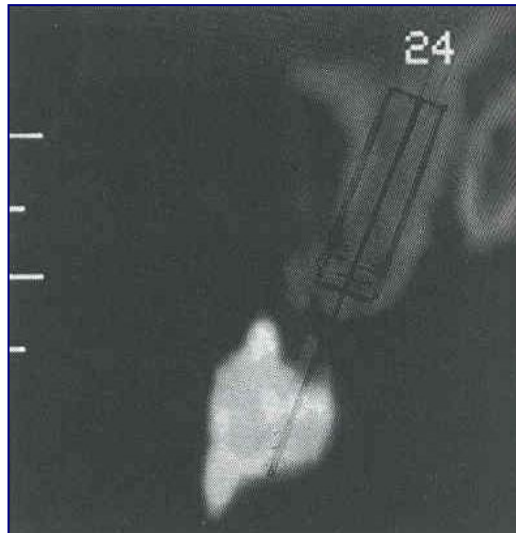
Figura # 52. B.- Tomografía computarizada vertical con la posición planeada del implante. Tomado de Basten 1995
